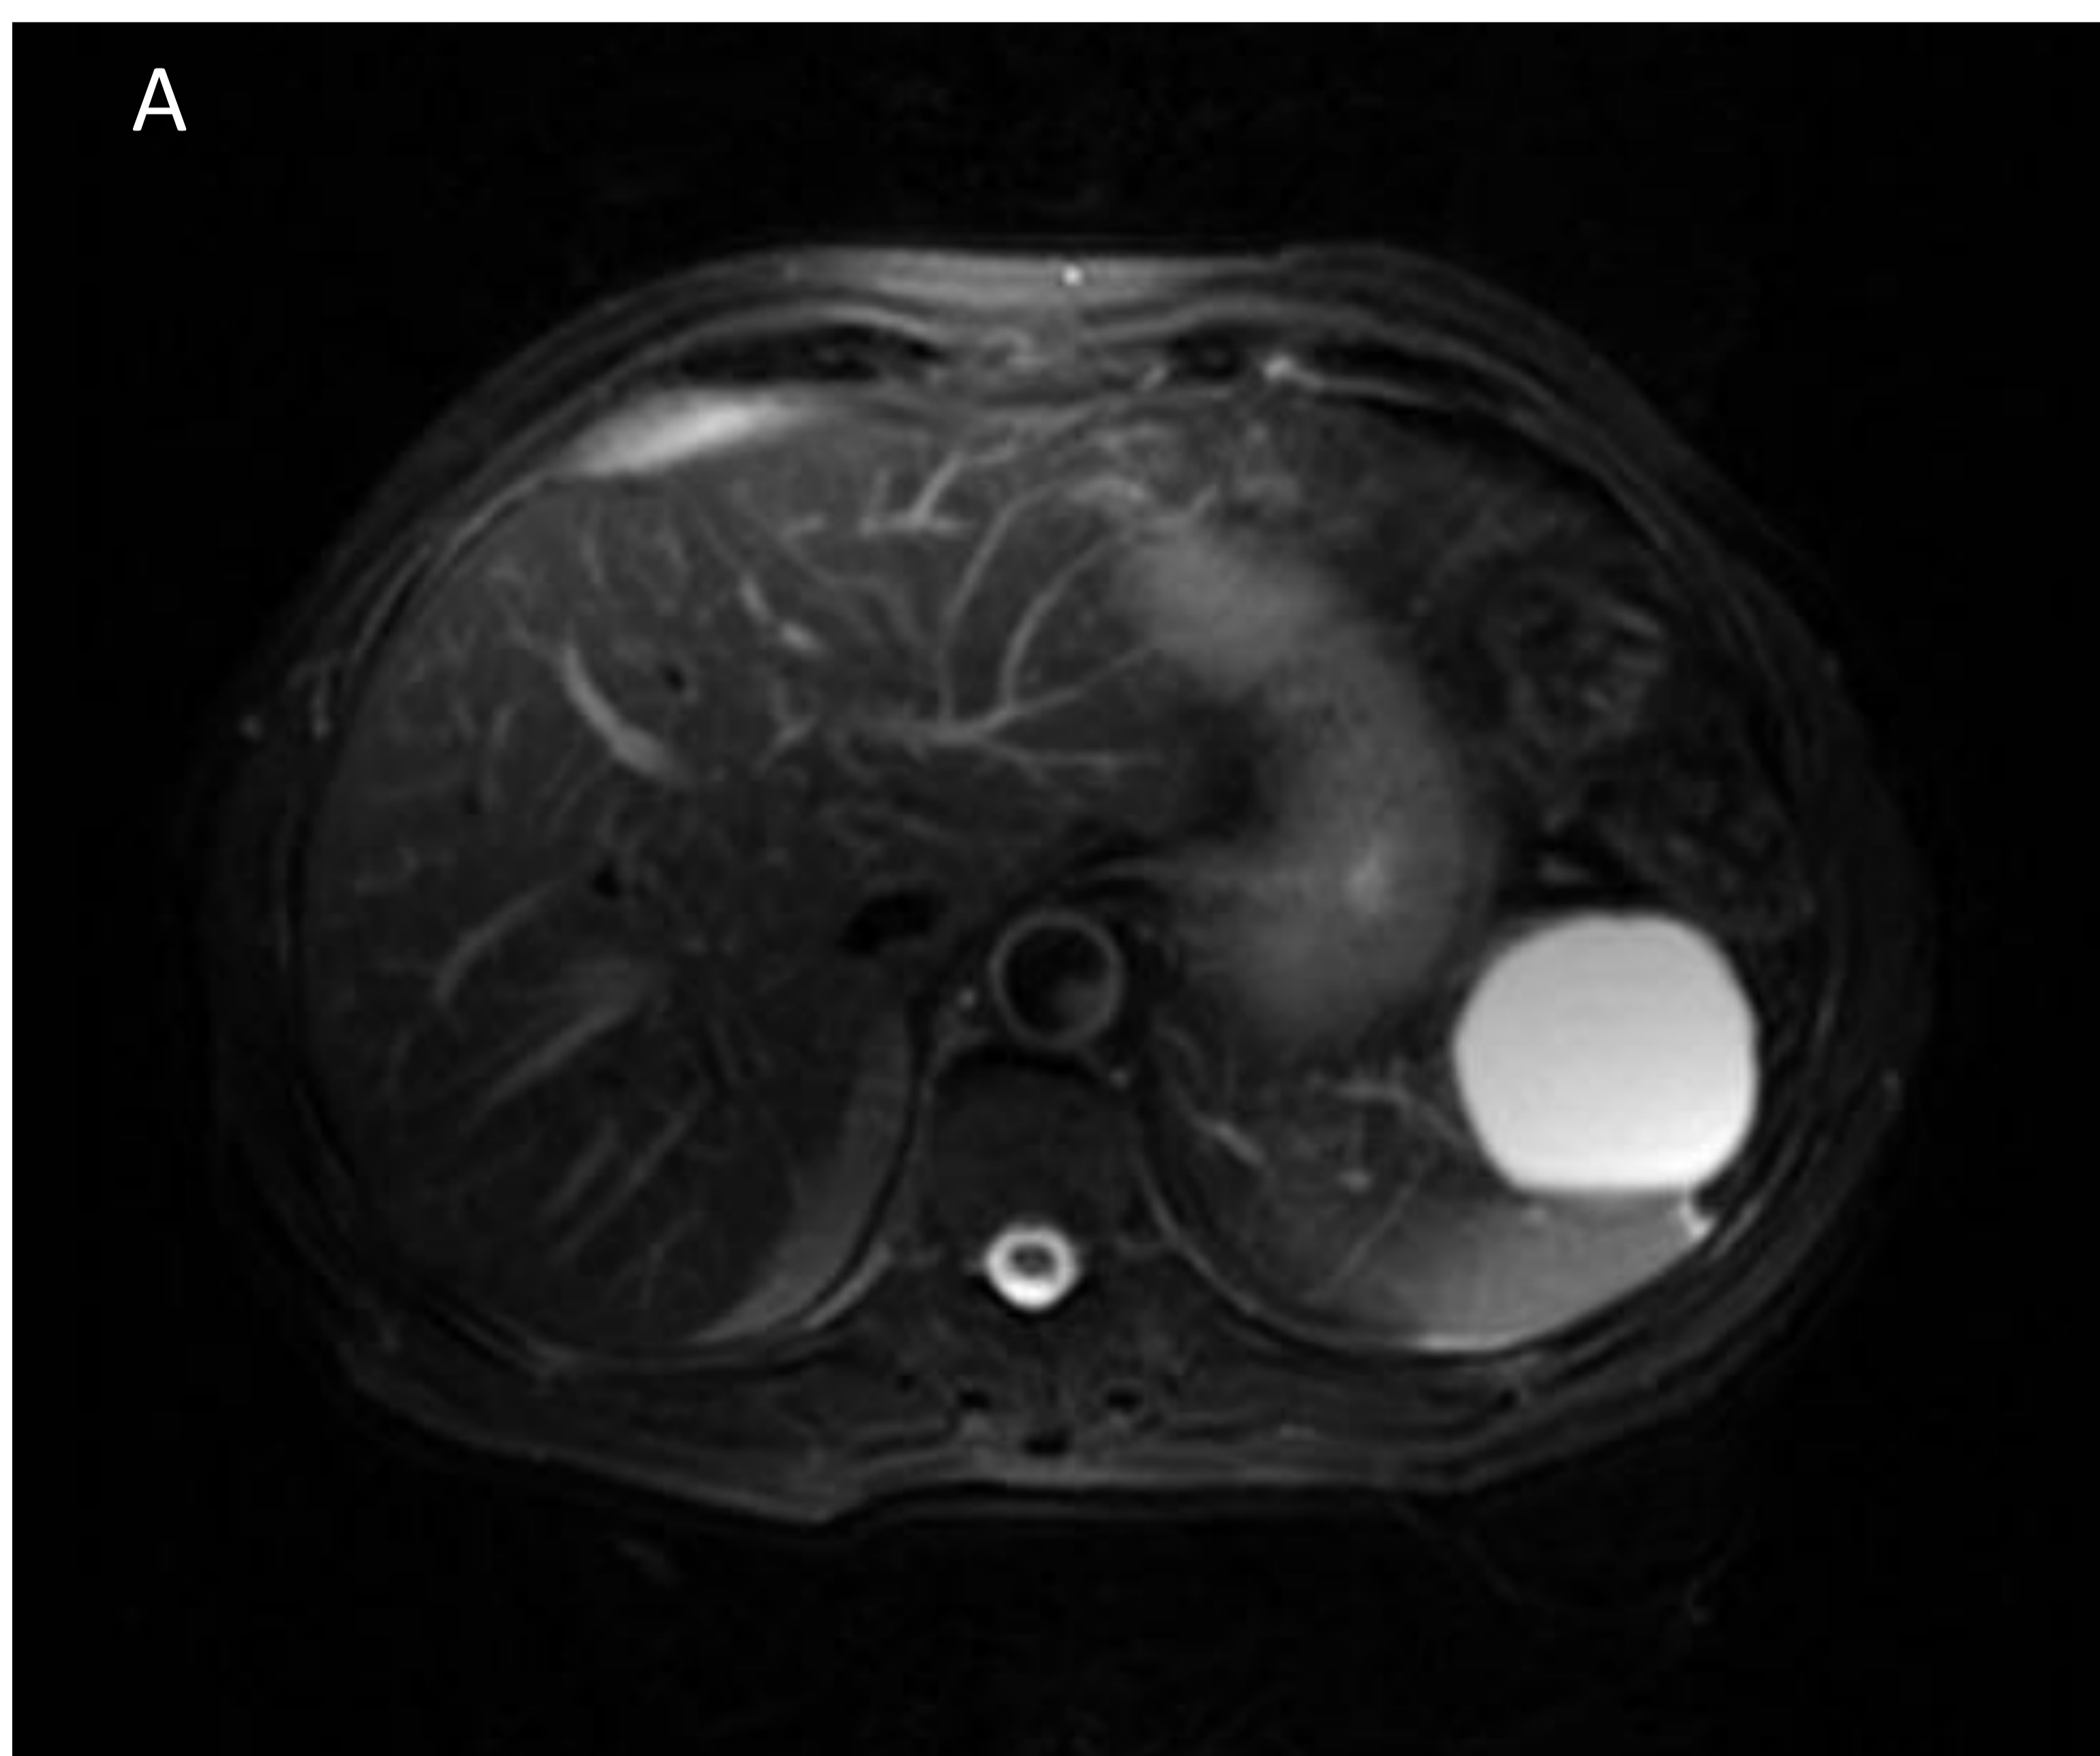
RM del paciente anterior. A T2 FAT SAT. B AXIAL 3D FSPGR +C. Lesión quística en cola de páncreas de 5,84 x 5,91 x 5,49 cm, con nivel en su interior líquido-líquido, probablemente por contenido proteico más denso en su región más declive.
